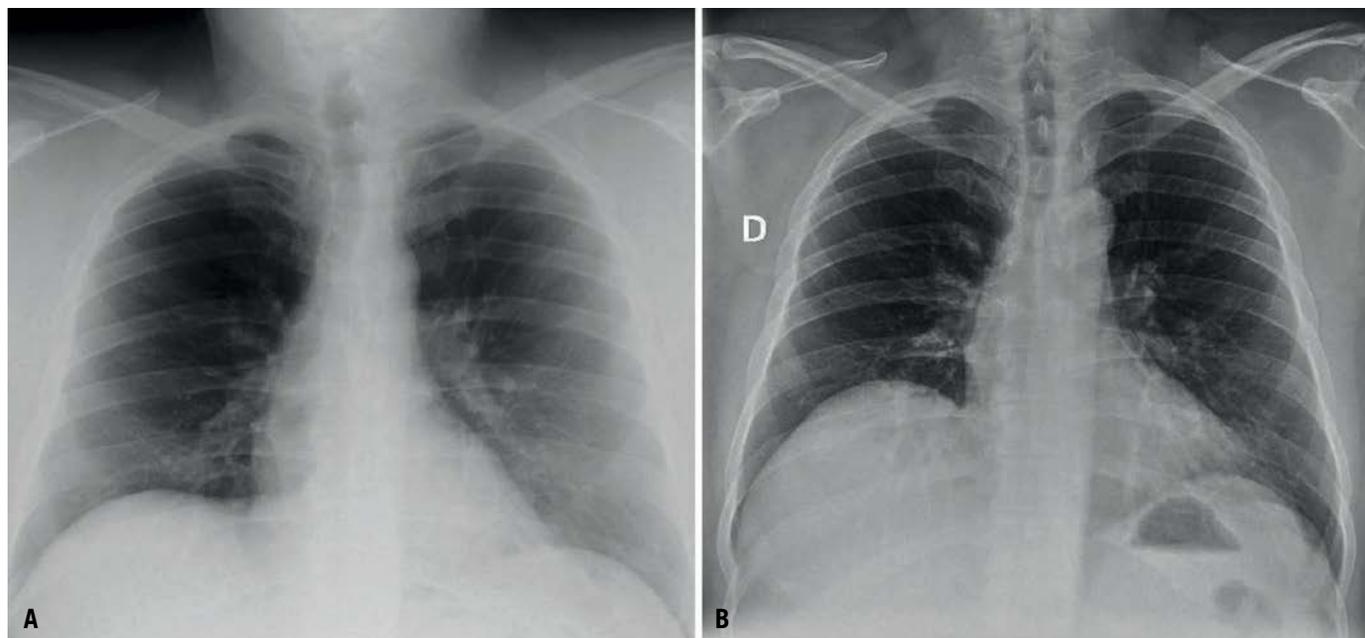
A) Radiografía de tórax inicial. Radiografía de tórax en proyección anteroposterior. Se evidencia un posible patrón intersticial bibasal de predominio izquierdo. B) Radiografía de tórax de control. Radiografía de tórax en proyección anteroposterior, realizada 1 mes tras el alta hospitalaria. Se objetiva una resolución del patrón intersticial.
